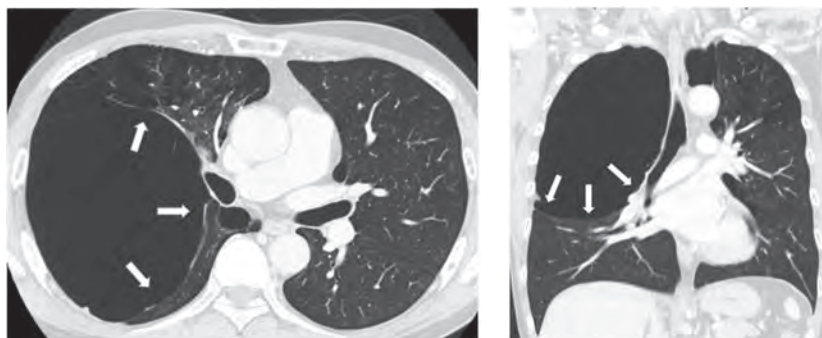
術前胸部 CT (水平断, 前額断) : 右肺に巨大肺嚢胞を認めた.
